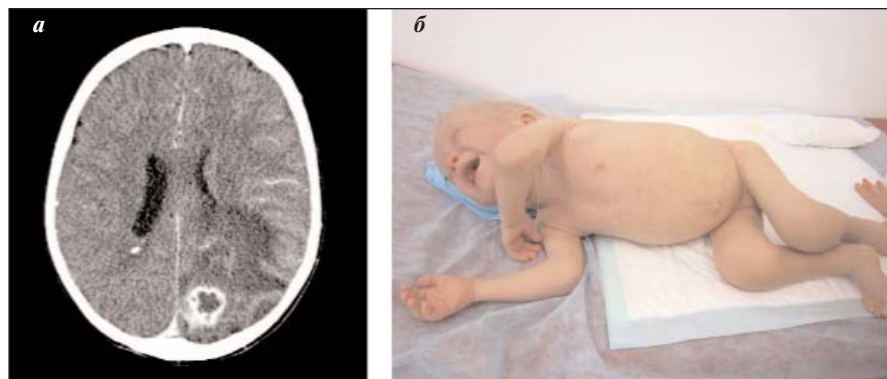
Поражение ЦНС. КТ головного мозга у пациента с признаками аспергиллеза головного мозга. Первичный иммунодефицит — хроническая гранулематозная болезнь (а). Спастическое поражение у больного с ABC NOMID (б)
